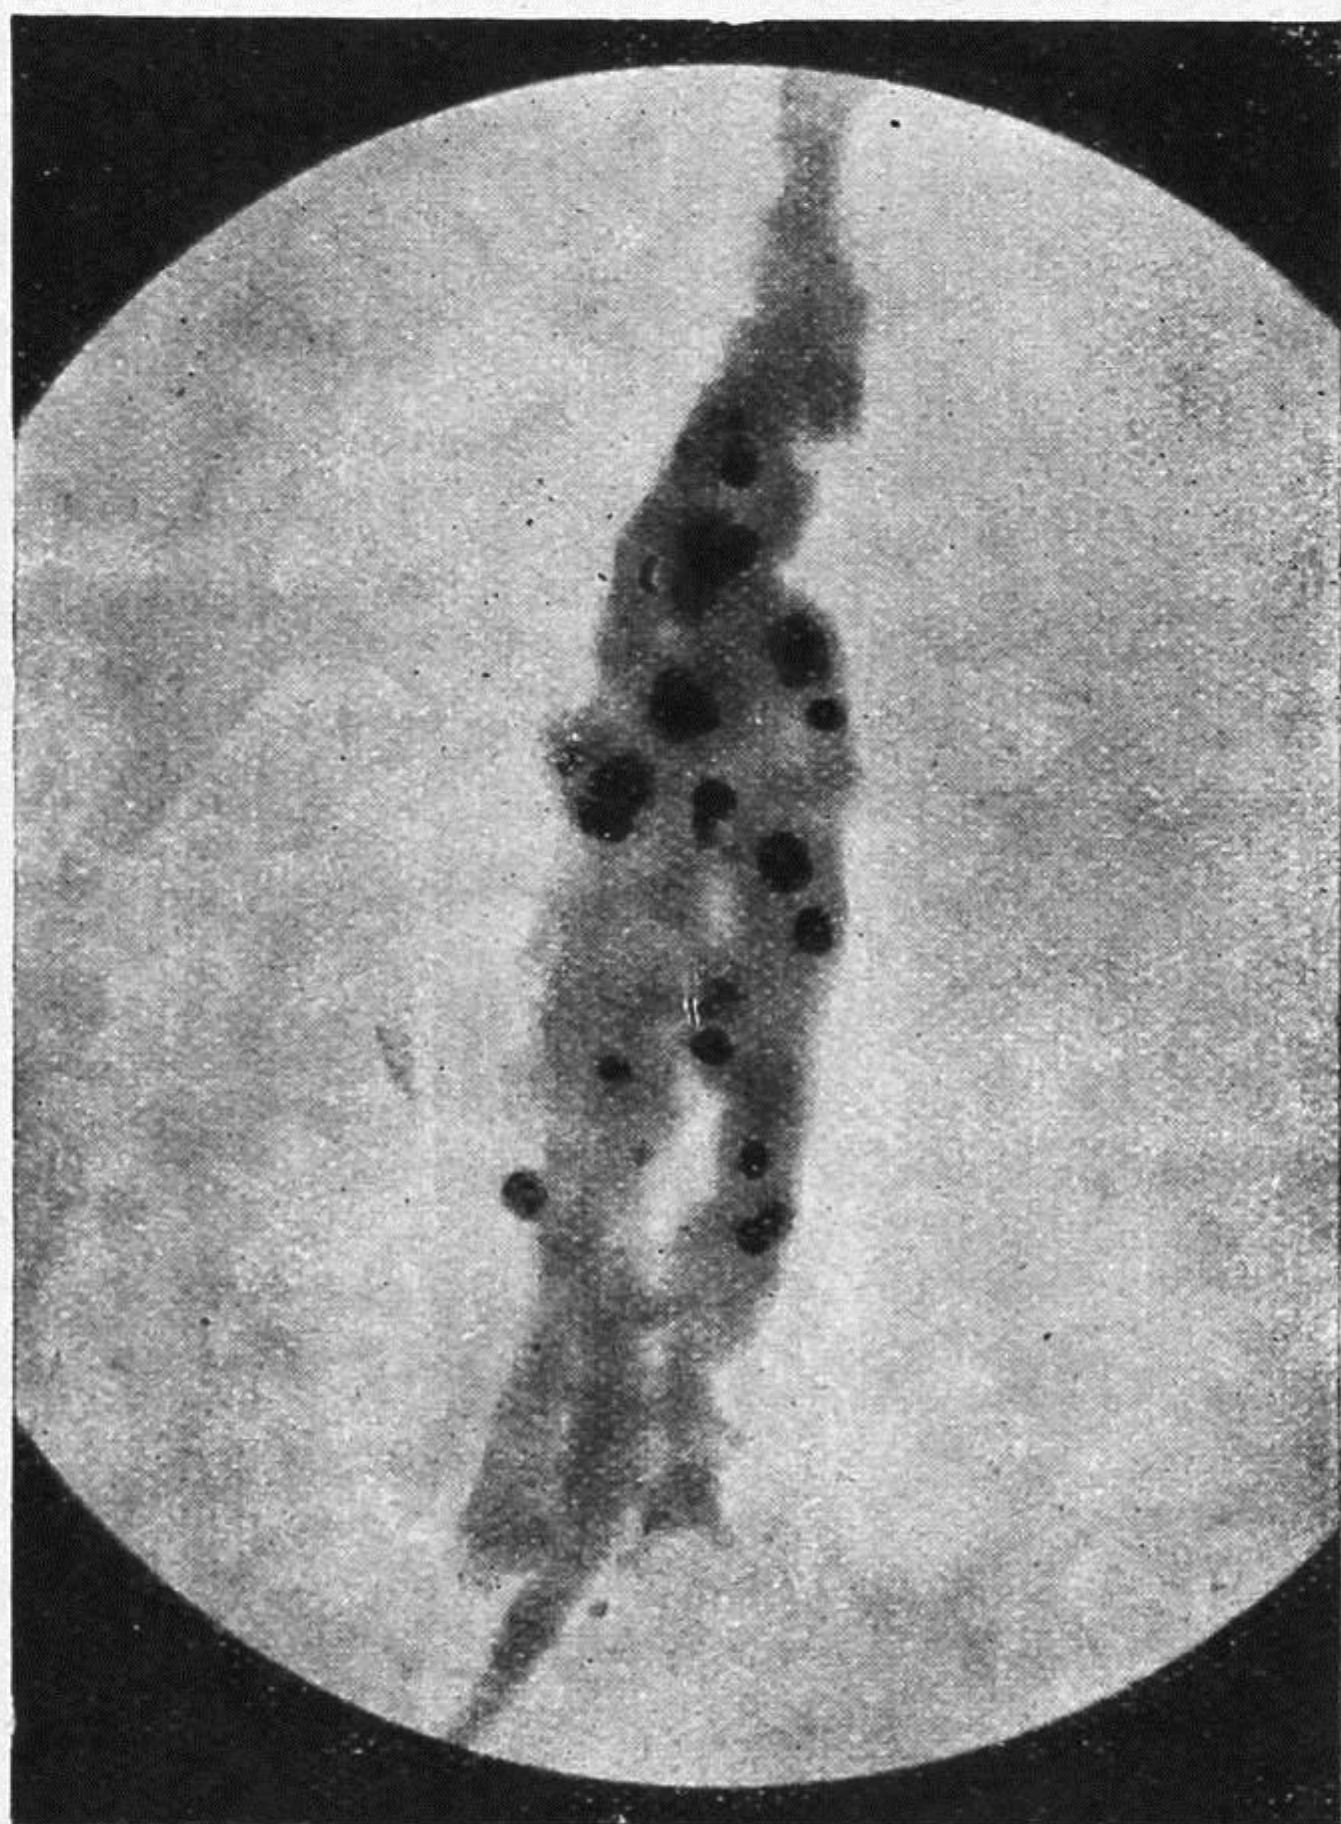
Radiografia al naturale del plesso spermatico resecato.
